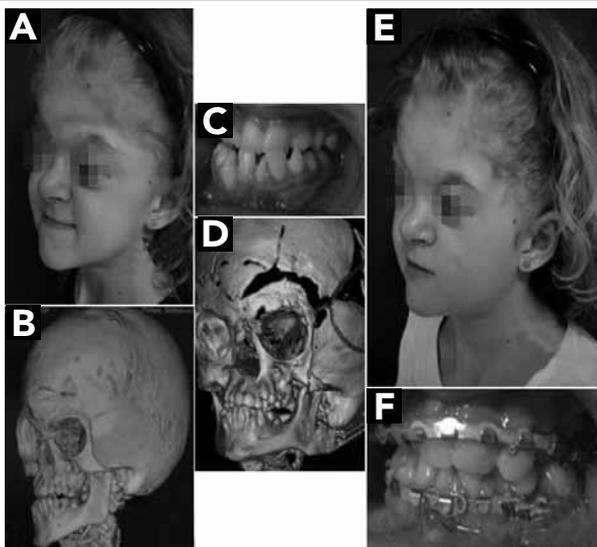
Caso II, vista lateral. Em A, B e C, oclusão e tomografia computadorizada pré-operatória. Em D, E e F, aspecto pós-operatório
